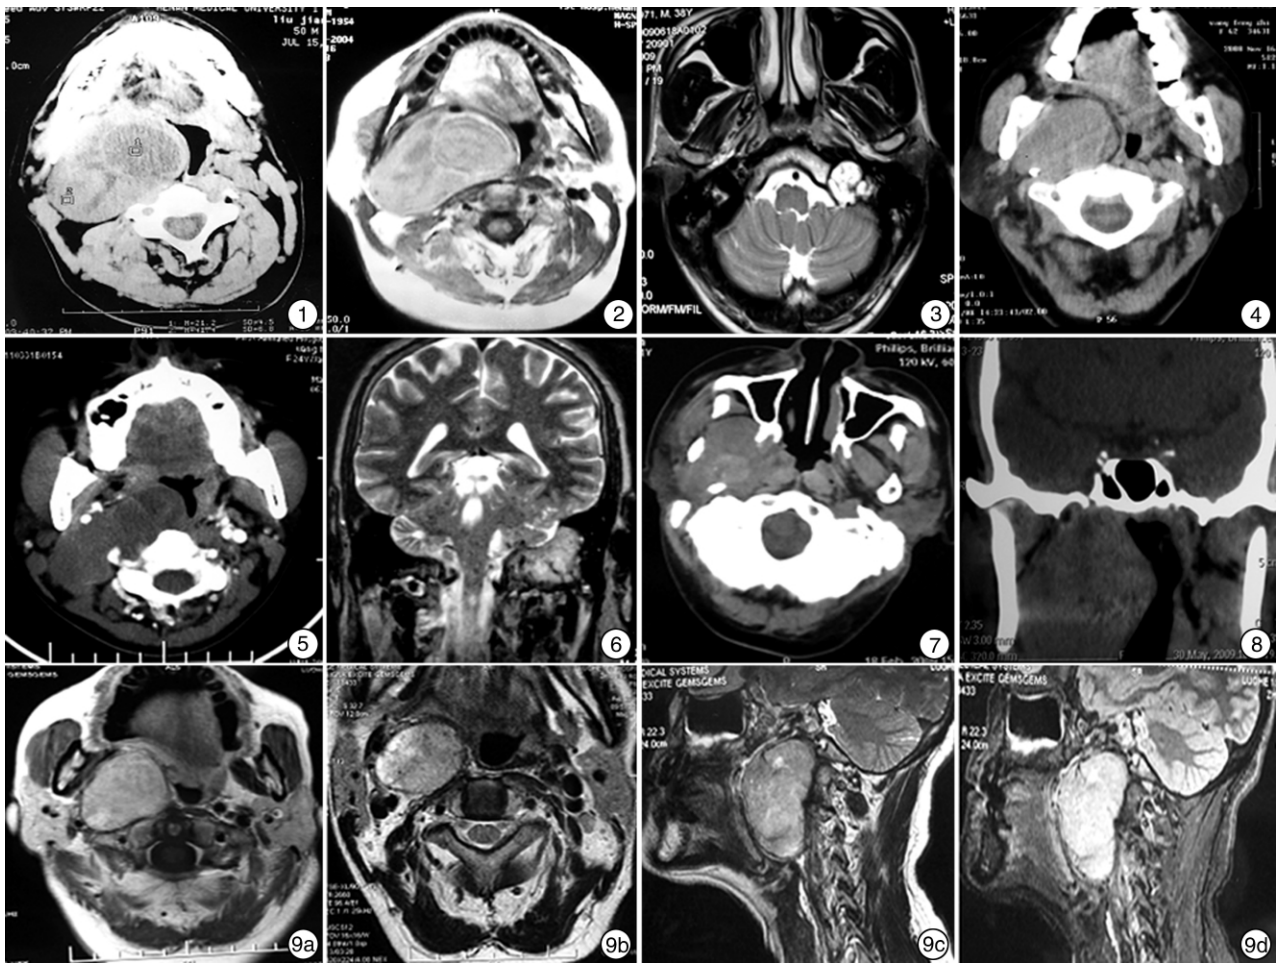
咽旁神经鞘瘤 CT 图像 密度不均,有液化坏死现象; 图 2 咽旁神经鞘瘤 MRI(T1WI)图像 肿瘤呈稍高信号,信号不均,有液化坏死现象,颈内动脉向前移位; 图 3 舌下神经鞘瘤 MRI(T2WI)图像 肿瘤呈高信号,信号不均,舌下神经管处肿瘤呈哑铃状; 图 4 咽旁间隙多发性腺瘤 CT 图像 肿瘤密度均匀,茎突被压向后外方; 图 5 咽旁间隙侵袭性纤维瘤增强 CT 图像 肿瘤密度均匀,颈内动脉、颈内静脉被推向前方; 图 6 颈静脉球体瘤 MRI(T2WI)图像 肿瘤呈稍高信号,信号不均; 图 7 咽旁间隙低分化鳞状细胞癌 CT 图像 肿瘤密度不均,与周围组织界限不清; 图 8 咽旁间隙滑膜肉瘤 CT 图像 肿瘤密度均匀,与周围组织界限不清; 图 9 咽旁间隙滤泡树突状细胞肉瘤 MRI 图像 9a:(T1WI)肿瘤呈稍高信号,信号均匀,边界清,颈内动脉、颈内静脉被压向后外方,管腔变窄;9b:(T2WI)肿瘤呈稍高信号,内部信号不均,边界清,颈内动脉、颈内静脉被压向后外方;9c:(T2WI)肿瘤呈稍高信号,信号不均;9d:(T2WI 压脂序列)肿瘤呈高信号,信号不均
